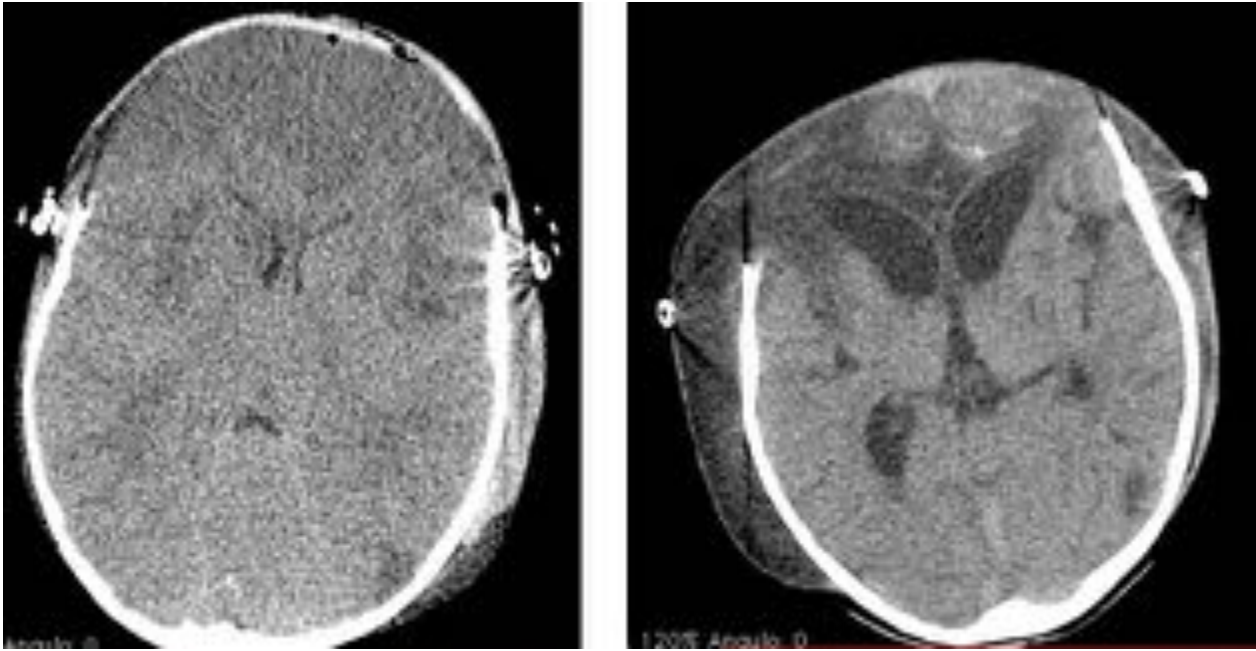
Paciente de 6 años con TCE grave. TC postquirúrgico inmediato y al mes de evolución; en este último se observa ventriculomegalia por tracción causada por la CD y la atrofia cerebral bifrontal postraumática.
